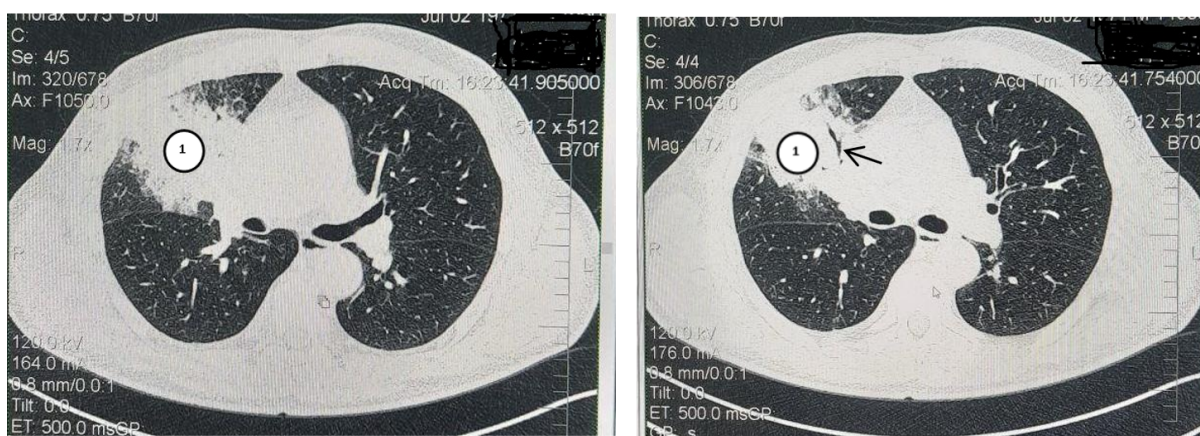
Компьютерная томография органов грудной клетки больного ХЛЛ с типичным вариантом течения пневмонии. Участки консолидации легочной паренхимы средней доли правого легкого воспалительного генеза, неправильной формы, с неровными контурами (обозначено цифрой 1), с наличием симптома «видимых бронхов» (показано стрелкой).
